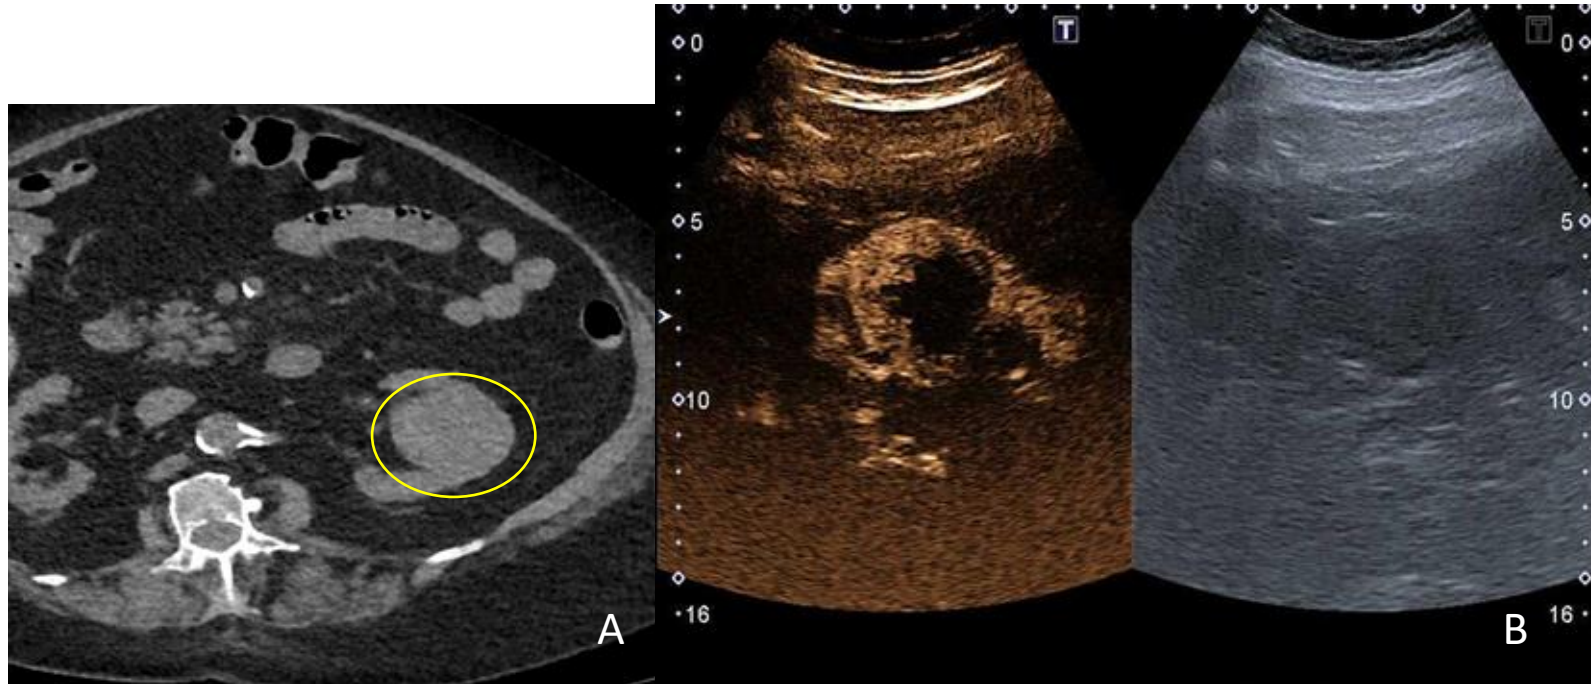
Varón de 84 años con ERC. A. TC abdominal sin contraste. Se ve una lesión nodular cortical en riñón derecho que parece sólida pero no se puede filiar por la ausencia de contraste. B. Ecografía con contraste, se ve nódulo hipo-isoecogénico, que tras la introducción de contraste iv (Sonovue), presenta un realce precoz y homogéneo en fase arterial, con persistencia de contraste en fase más tardía.(→) Dado su comportamiento se corresponde con un nódulo sólido, sin poder descartar carcinoma de células renales.
